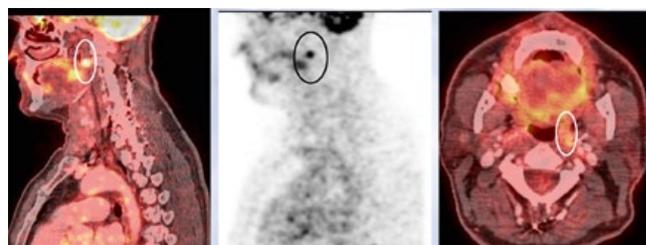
Позитронно-эмиссионная компьютерная томография с  $^{18}F$ -глюкозой. Специфическое накопление РФП в ретрофарингеальном лимфатическом узле слева ( $SUV_{bw}^{max} = 5,99$ ). Уменьшение размеров в рамках стабилизации.
